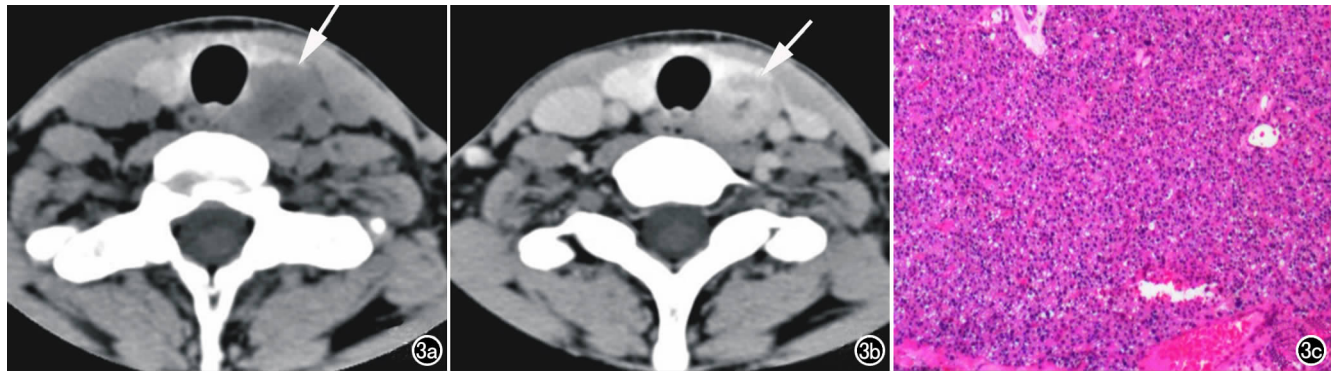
女, 38 岁, 病程 3 年, 甲状旁腺腺瘤。a) CT 平扫示甲状腺左叶后下方稍低密度肿块影(箭); b) CT 增强扫描示病灶不均
